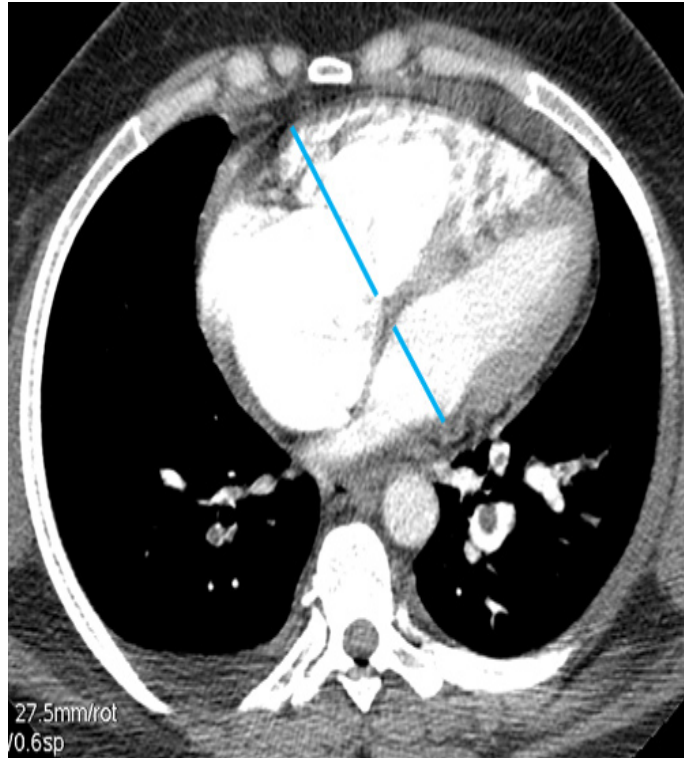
Aspect TDM d'une EP avec une dilatation des cavités cardiaques droites (—), un septum paradoxal et un épanchement liquidien pleural droit dans le cadre d'une EP grave.
